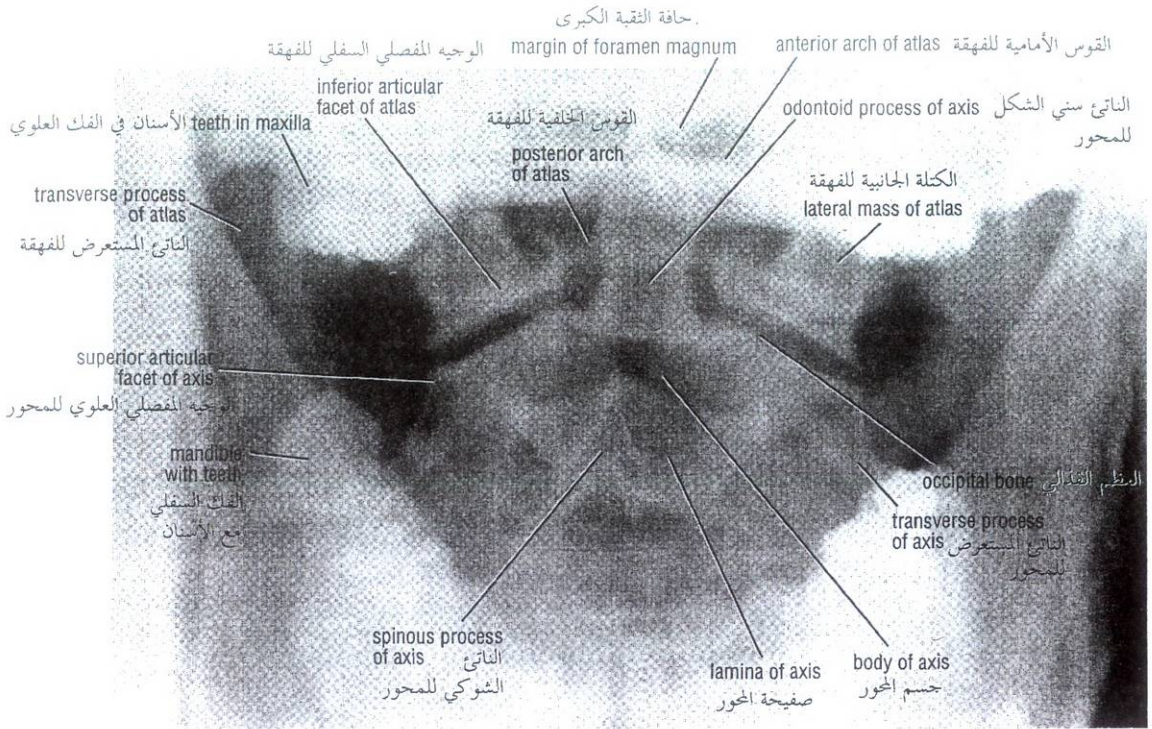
Anteroposterior radiograph of the upper cervical region of the vertebral column with the patient's mouth open to show the odontoid process of the axis.
